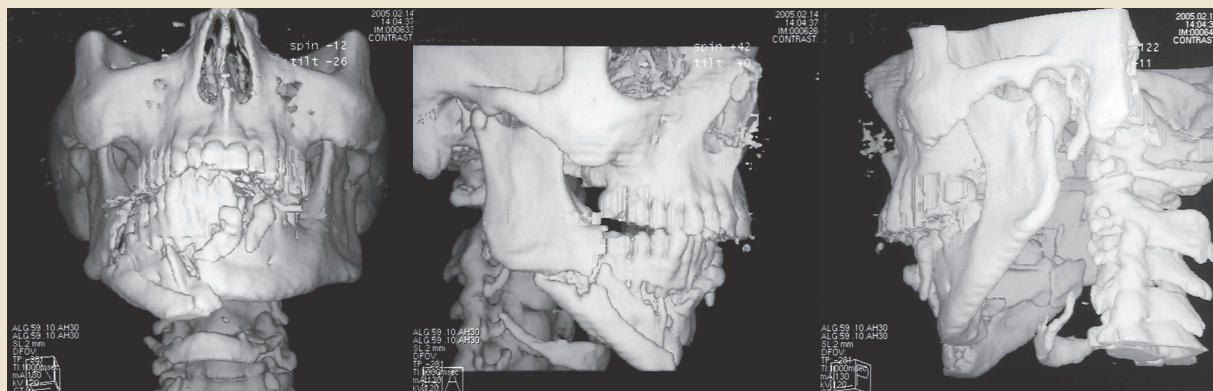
3D-reformatted CT-scanningbilleder af traumatiseret lokofører fra ulykken vist i Fig. 4.
